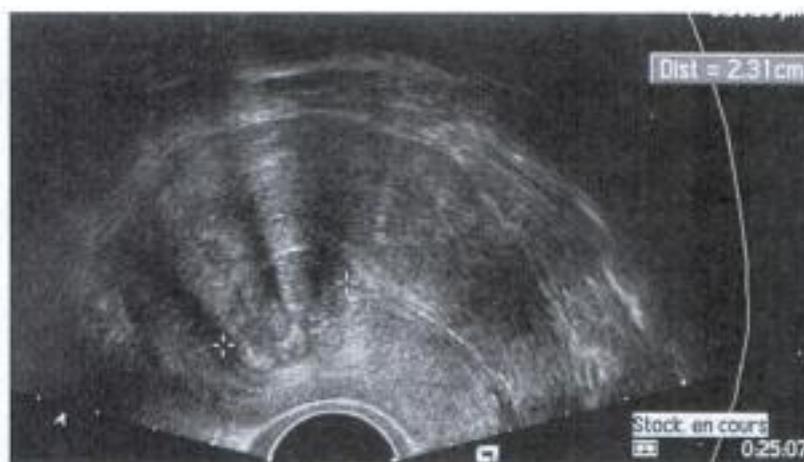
Aspect échographique d'un fibrome sous muqueux.
